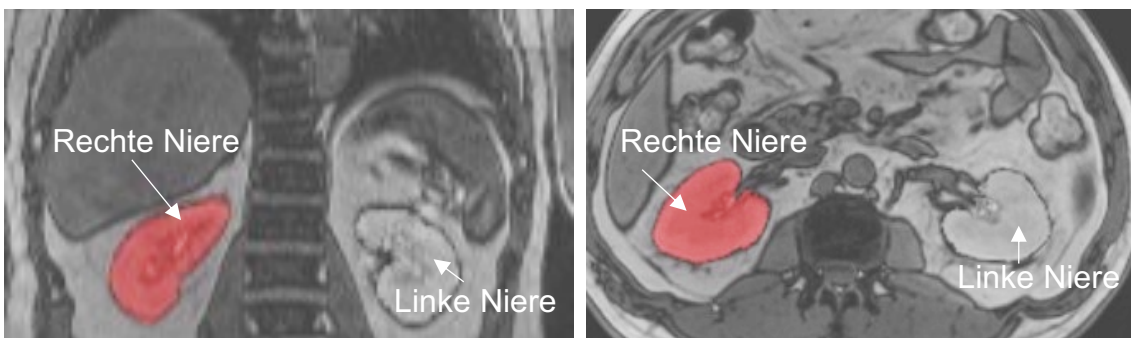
Beispielhafte Darstellung der Organsegmentierung der linken und der rechten Niere. Die beiden Nieren sind in koronarer beziehungsweise in axialer Ansicht der MRT-Aufnahme dargestellt.
